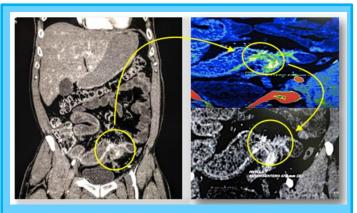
Entero-tomografía. Evaluación de complicaciones / fístulas entero-entéricas
